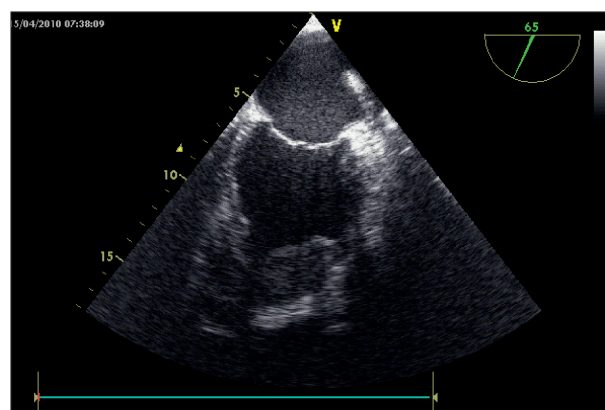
Эхо-КТ до операции.
